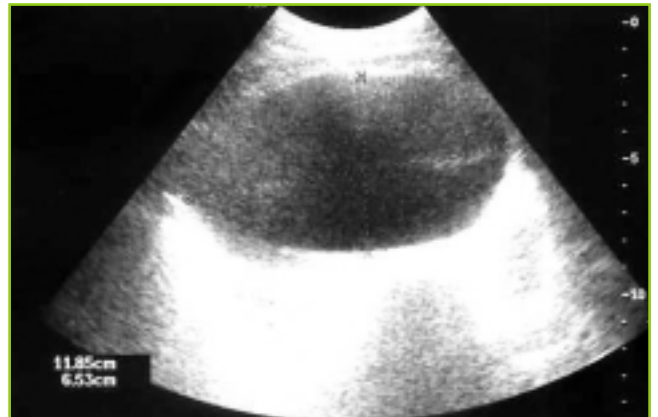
Coupe échographique par voie suspubienne de la masse pelvienne.
